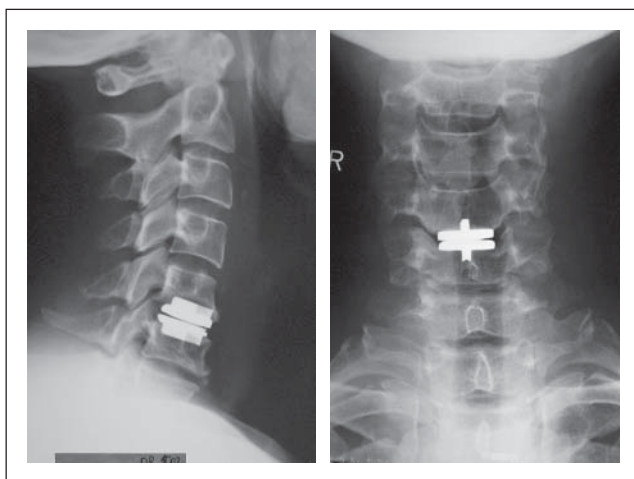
Postoperatives Röntgenbild mit liegender Bandscheibenprothese C5/6.
